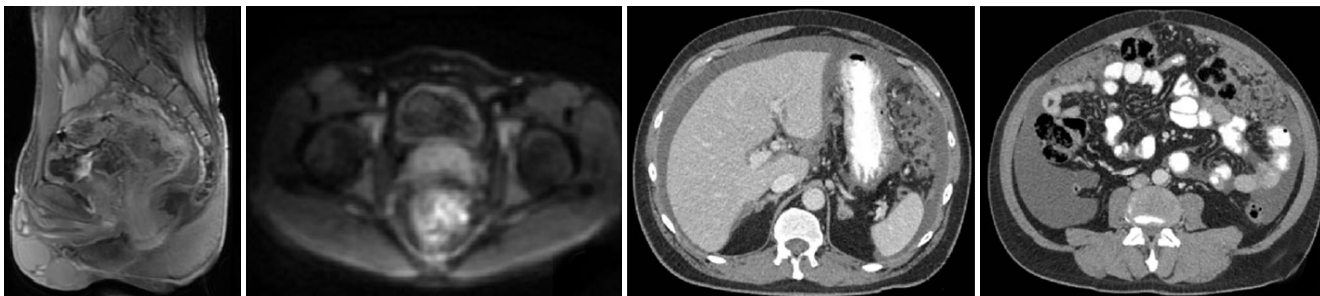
MRI检查T₂WI示直肠壁略增厚,以后侧壁为明显,病变部分累及肌层,DWI上信号略增高,肠腔内信号欠均匀,可见肠内容物,直肠周围及双侧盆腔散在增多淋巴结影。图3-4 MSCT图像显示腹膜弥漫性浸润、增厚,并可见多发小结节,大网膜亦有受累。
